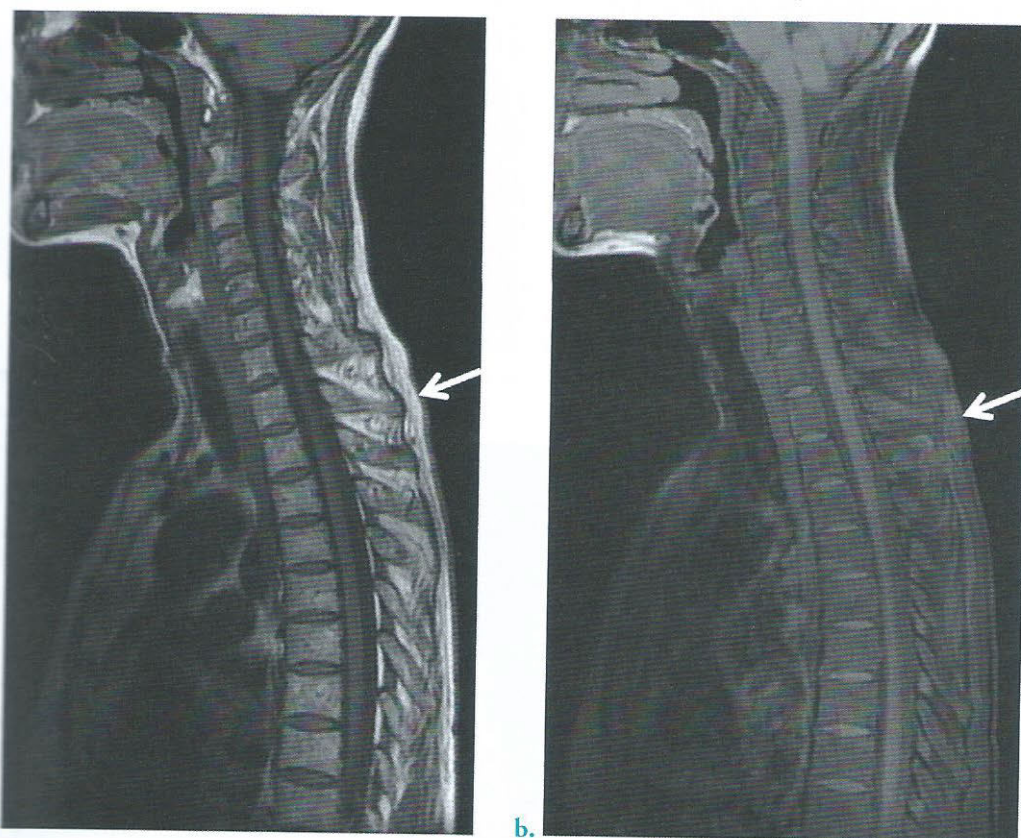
Séquences T1 et T1 Fat Sat sur une IRM du rachis cervico-dorsal en coupe sagittale
